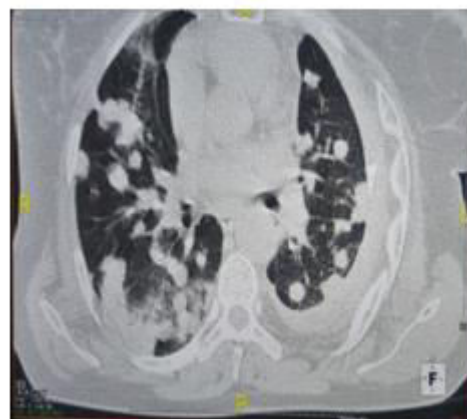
TDM thoracique en coupe axiale, en fenêtre parenchymateuse. Les nodules pulmonaires bilatéraux en lâcher de ballon et un épaississement pleural gauche.
